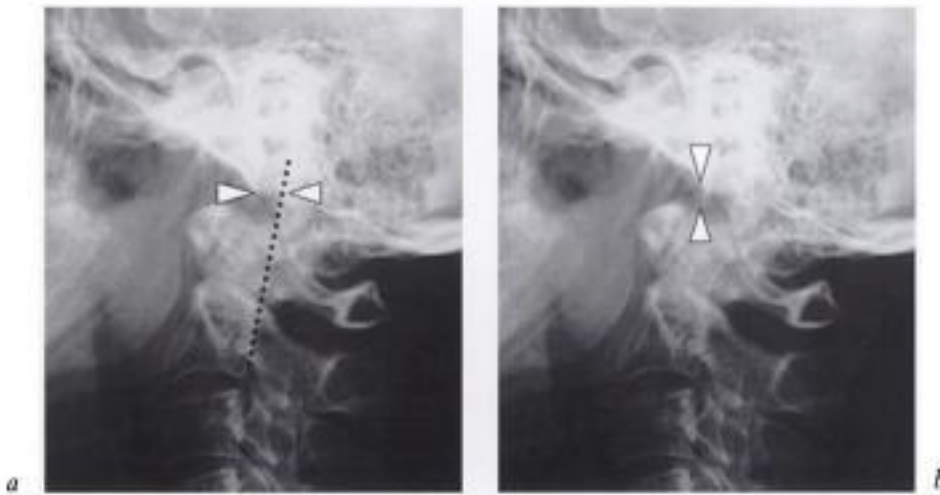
Repères radiographique pour l'évaluation de l'intégrité de la jonction crânio-cervicale. a) mesure de la distance « basion-axis » : BAI (< 12 mm). b) mesure de la distance « basion-dent » : BDI (< 15 mm).
